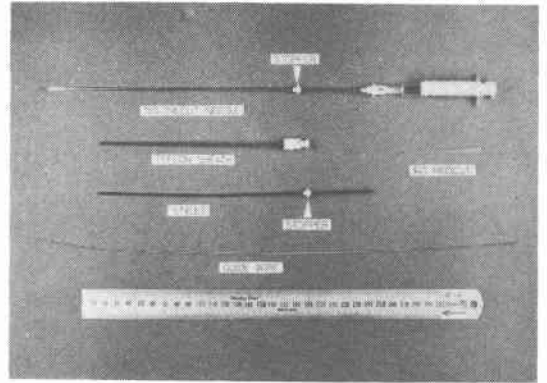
超音波ガイド下経皮的肝生検の方法（後出血のモニターと止血手技）
